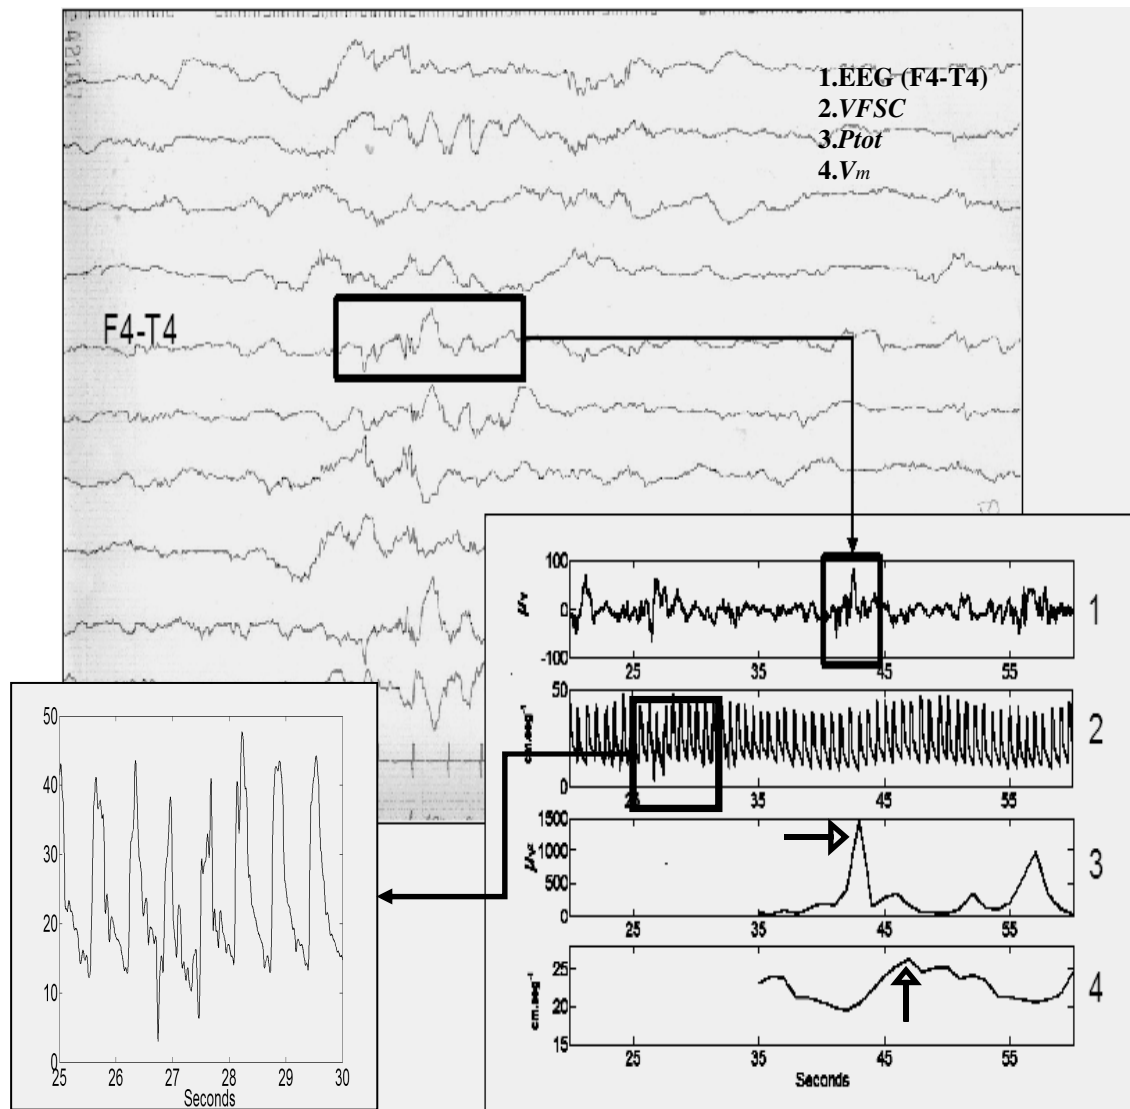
Polissonografia no papel durante TA do RN #7, com sua respectiva representação digital de EEG (F4-T4), a VFSC e os parâmetros de P_{tot} e V_m são observados. No requadro à esquerda evidencia-se um trecho ruim do sinal de VFSC. Alternância no aumento e diminuição da amplitude de P_{tot} característico do TA é observado no canal 3; no canal 4 evidencia-se o comportamento da V_m com um atraso de aproximadamente 5 s quando comparada à P_{tot} (setas).
